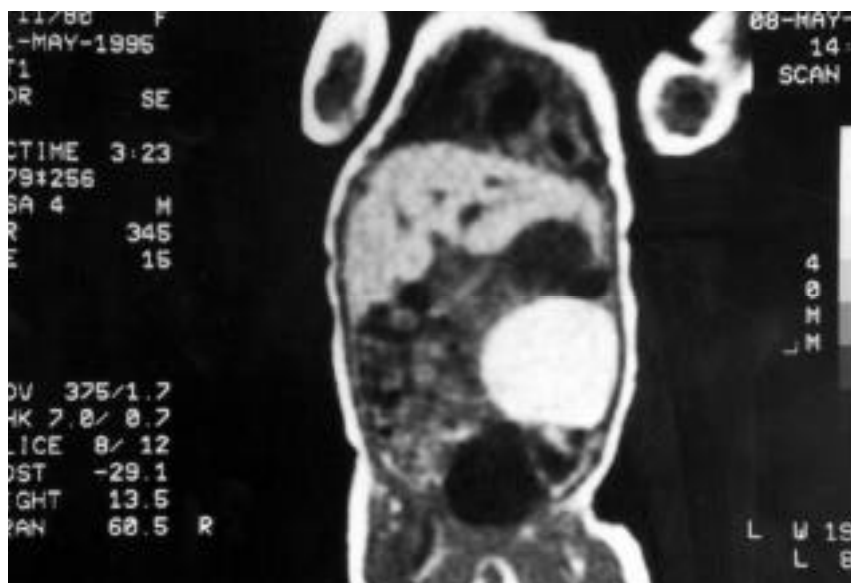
Resonancia magnética. Masa quística homogénea de paredes regulares, de 5 cm, situada en flanco anterior izquierdo.
